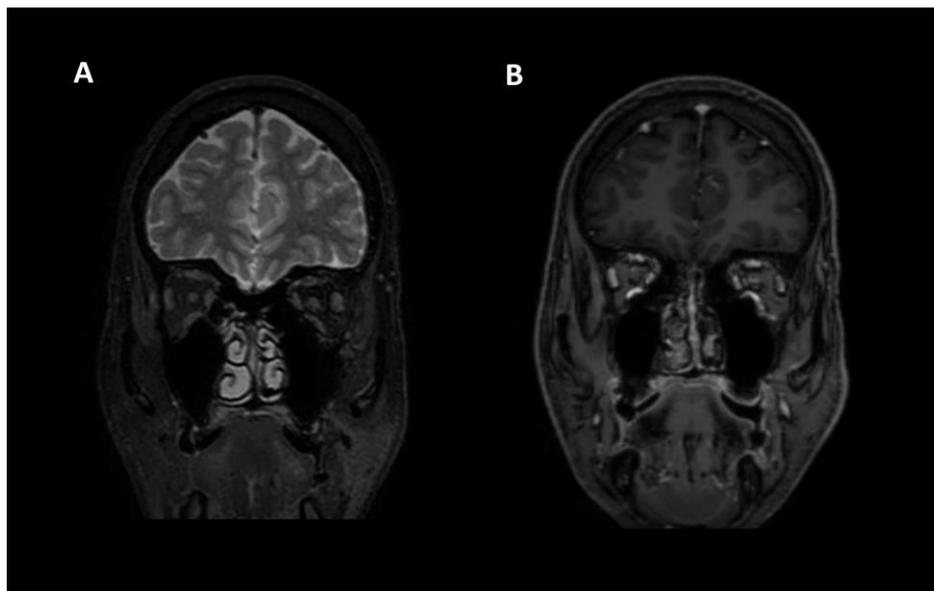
RM de órbitas (evolutiva - cuatro años después del tratamiento): A) secuencia coronal potenciada en STIR y B) secuencia coronal ponderada en T1 con gadolinio, donde se corrobora la indemnidad de ambas órbitas.
